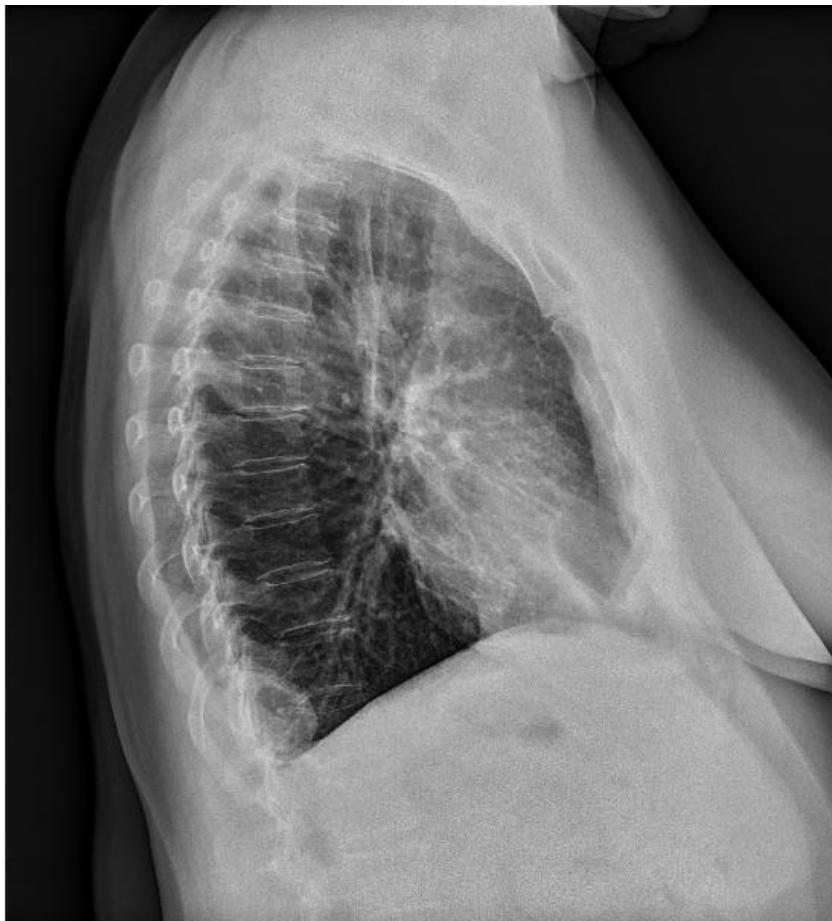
Radiografía de tórax en proyección lateral con imagen de hernia
